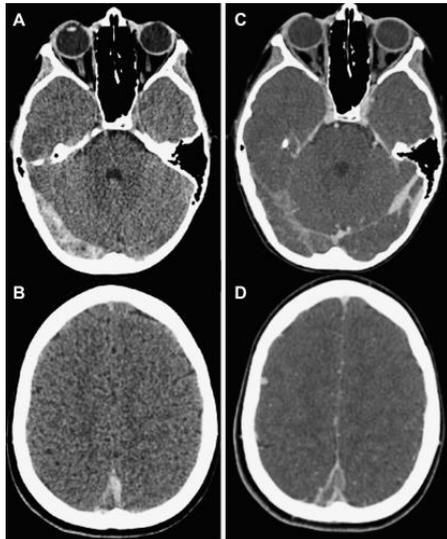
Trombose de seio venoso: (A, B) TC sem contraste mostrando atenuação heterogênea nos seios sigmoide e transversos direito (A) e seio sagital superior; (C, D) TC com contraste revela defeito de enchimento nos mesmos seios.
